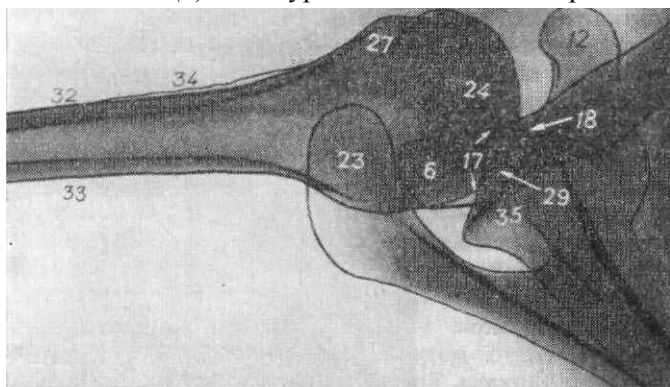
Рентгенограмма плечевого сустава в аксиальной проекции.
